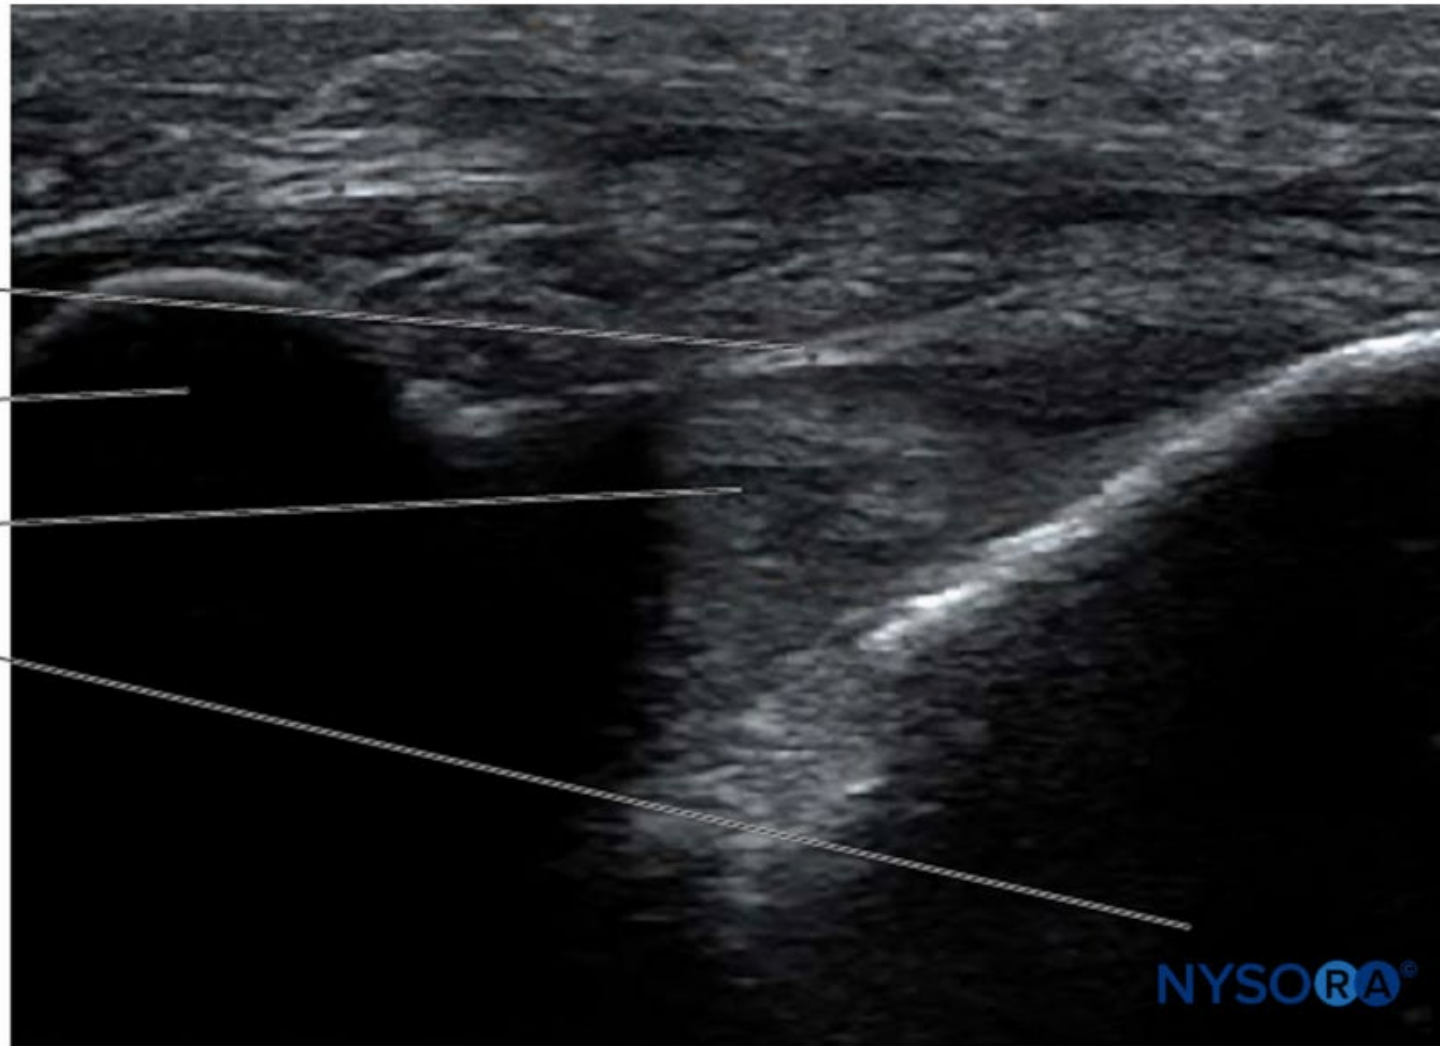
Ultrasonographic image along the long axis of the caudal canal depicting the long-axis view of the caudal canal.
